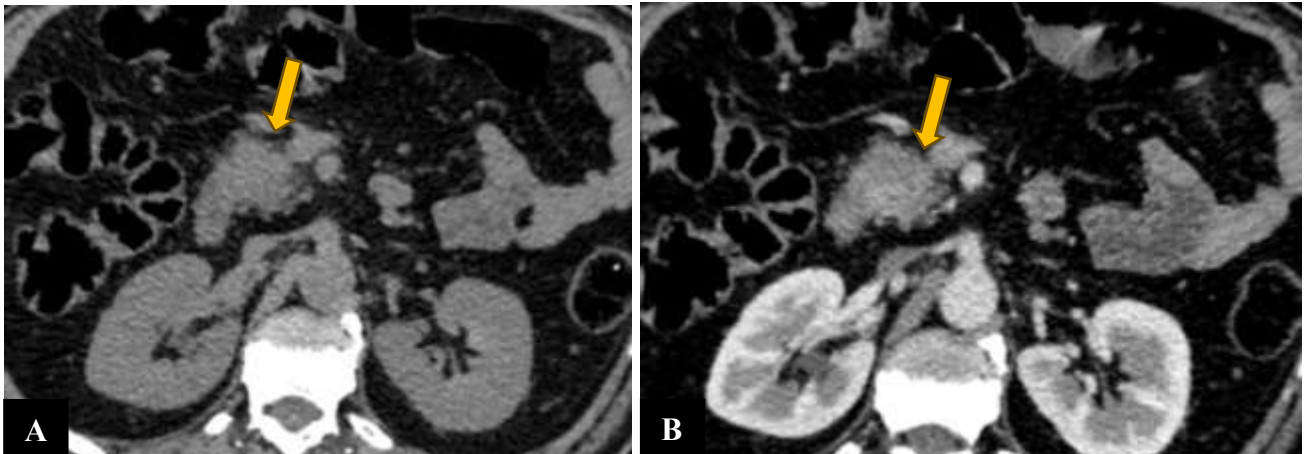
TDM abdominale en coupe axiale sans (A) et avec injection du produit de contraste (B) : Masse hypodense au niveau de la tête du pancréas (flèches), mal limitée, déformant les contours du pancréas rehaussée de façon faible après injection du produit de contraste.
